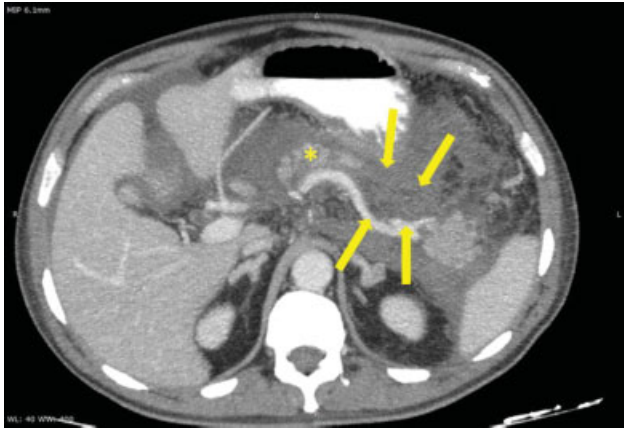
PN, colección necrótica aguda. TC con contraste oral y endovenoso en fase portal, corte axial. Se señala con flechas a nivel de la cola del páncreas una colección heterogénea, de bordes mal definidos, compatible con colección necrótica aguda. Se señala con asterisco el parénquima pancreático remanente.
